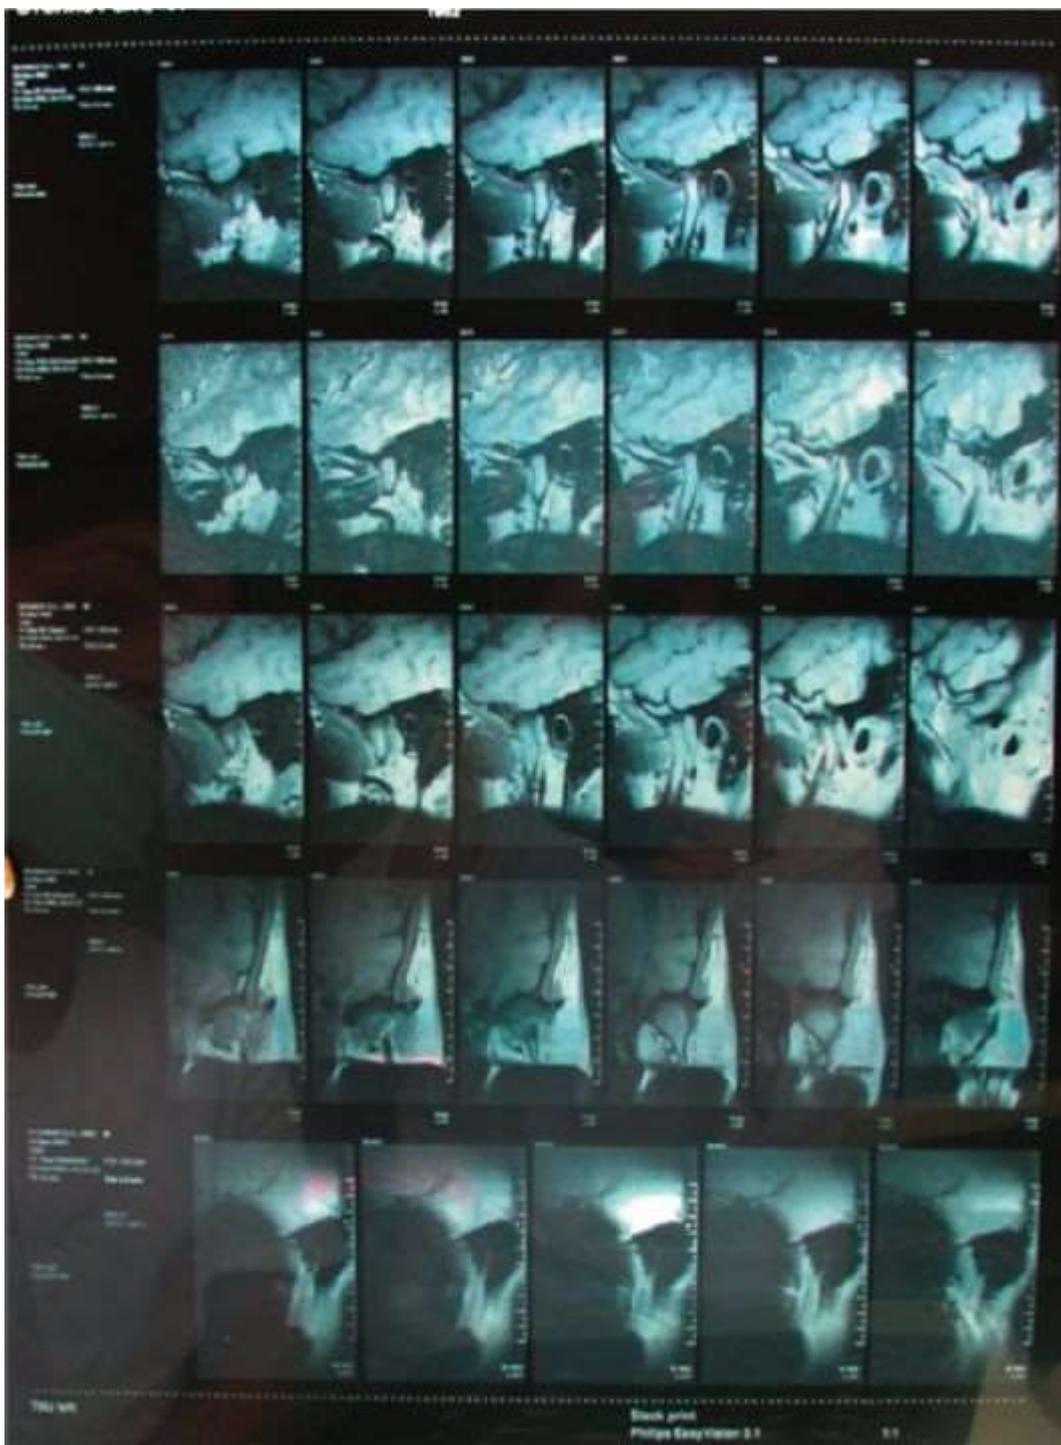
Магнитно-резонансная томограмма височно-нижнечелюстного сустава
